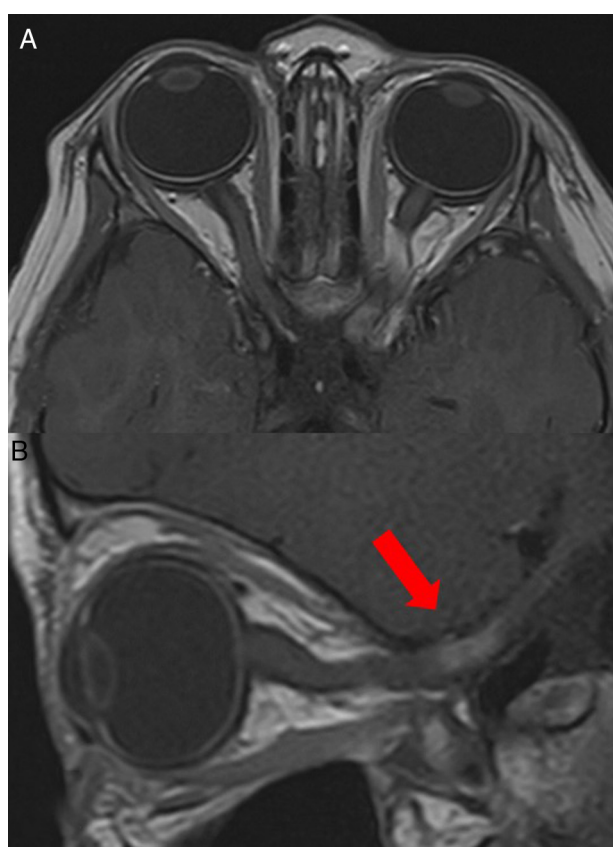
RMN cerebral posterior al tratamiento con QIA, con corte axial T1 (A) y sagital T1 (B), sin supresión grasa. Disminución de la masa y realce poslaminar del nervio óptico izquierdo (flecha), muy posterior, sin compromiso corioideo o SNC.
